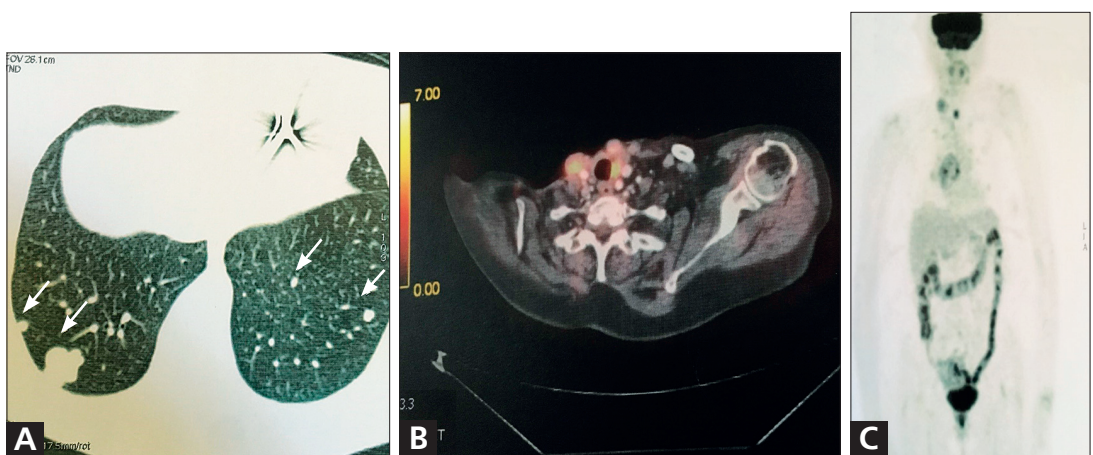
PET-TC. A) Compromiso nodal cervical y mediastinal alto. B) Nódulos pulmonares múltiples. C) Rastreo corporal total con FDG.
